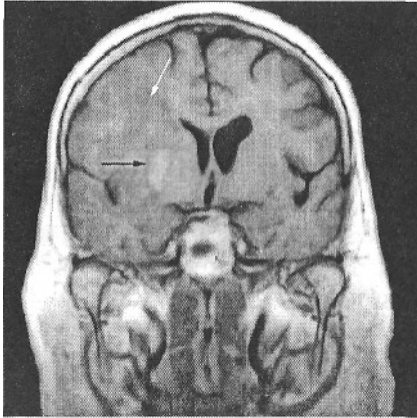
МРТ головного мозку хворої Г., 69 років, на 7-му добу після ішемічного інсульту. Т₂-зважене зображення.
